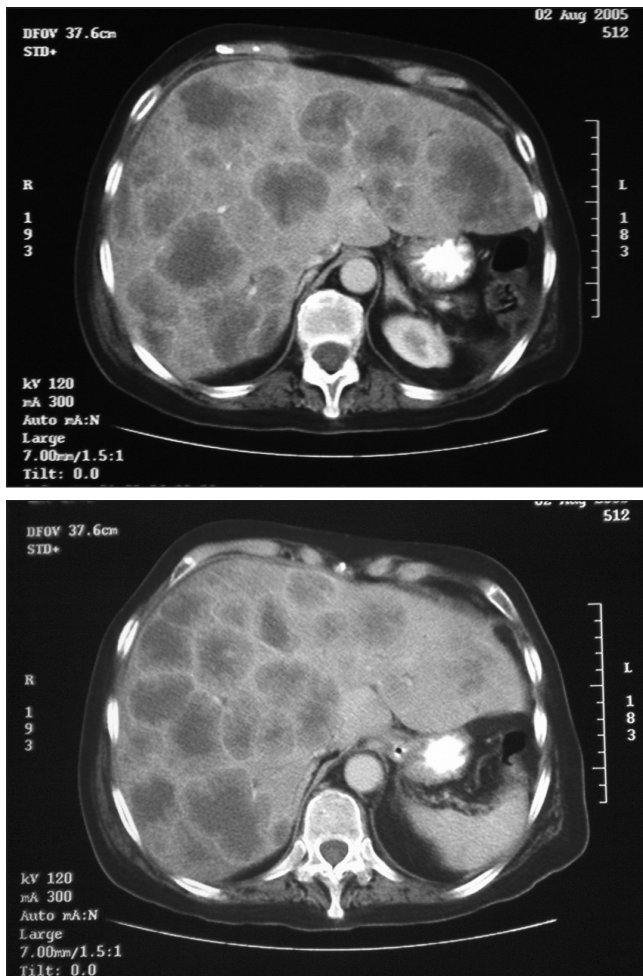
Imágenes de TAC abdominal que muestran una gran hepatomegalia con innumerables LOES.
